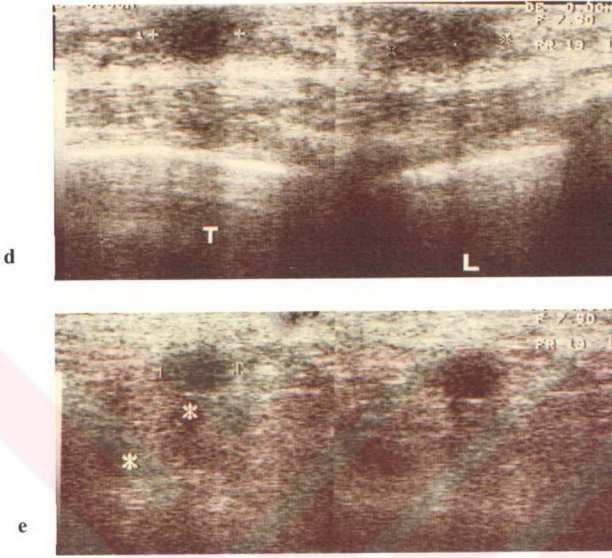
d,e,f : d,e. Ultrasonografik değerlendirme hipoekoik ileri derecede heterojen lobüler ancak belirgin konturlu kitle lezyonu ve üzerindeki ciltte kalınlaşma göstermekte, kitle arkasında eko değişikliği görülmemektedir. f. Aksillada birkaç adet lenfadenopati görülmekte.
